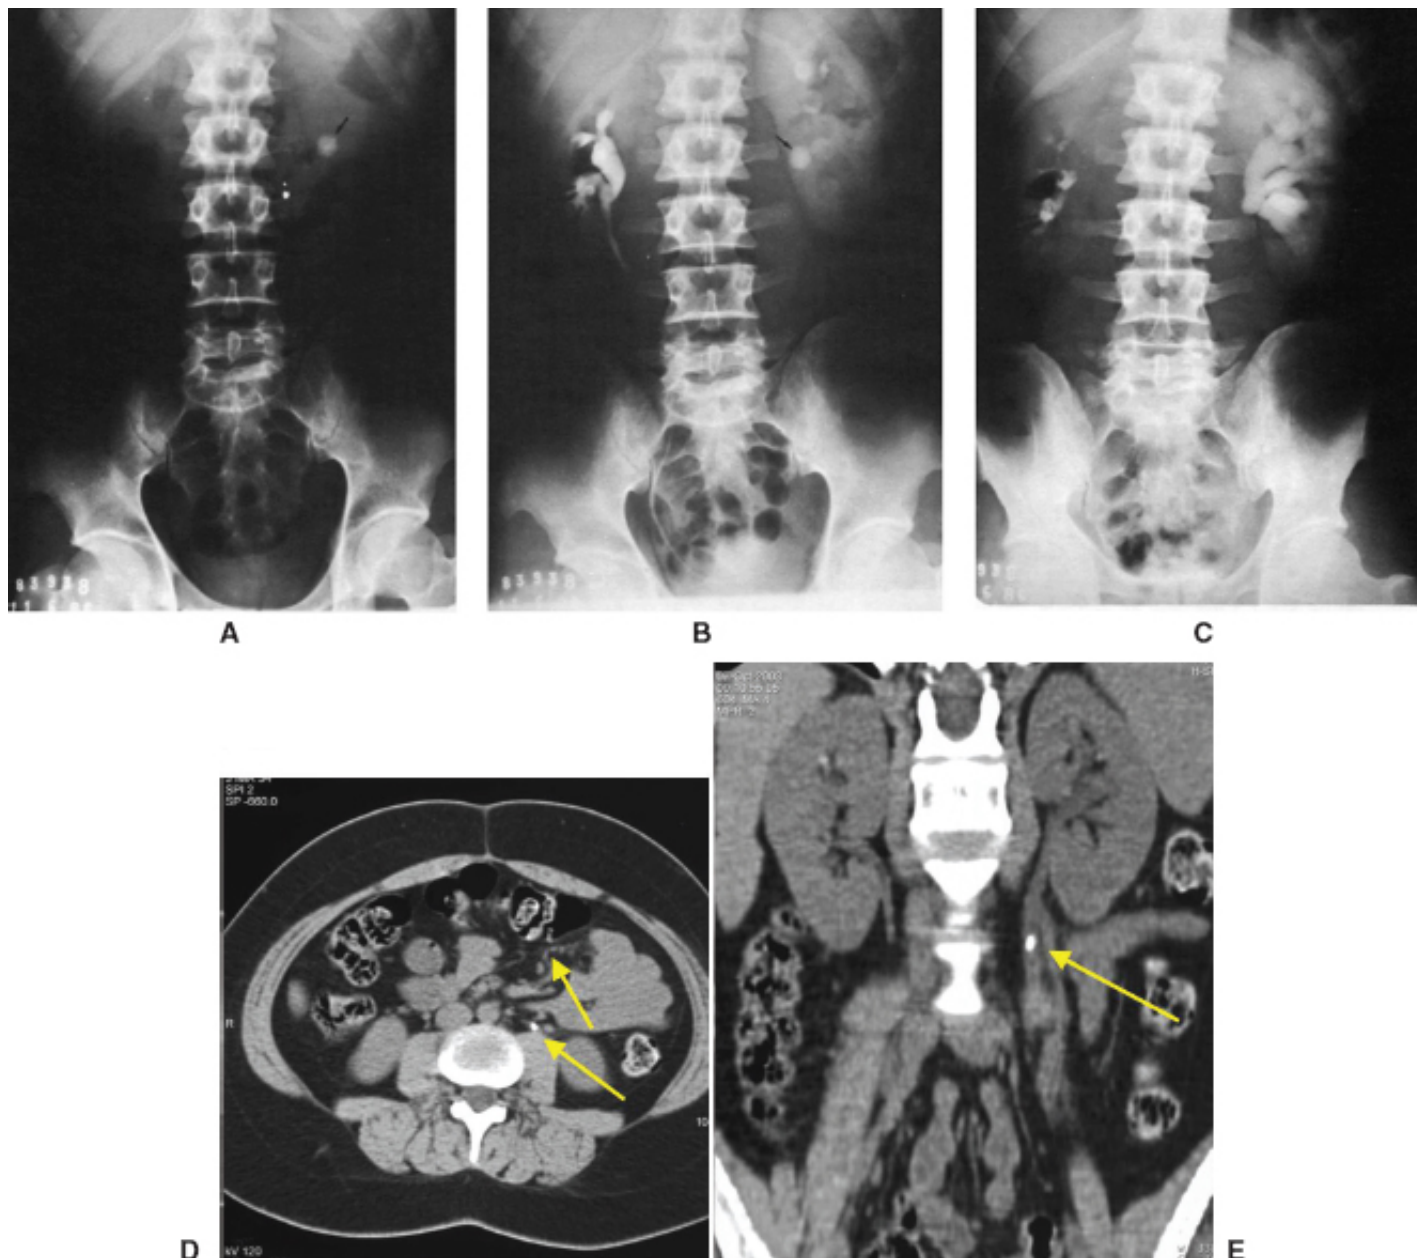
Radiografia simples do abdome (A) evidenciando calcificação na topografia da pelve renal esquerda. Na urografia excretora (B e C), nota-se sistema cálice-pieloureteral direito normal, enquanto no lado esquerdo encontra-se cálculo ao nível da transição pieloureteral com dilatação dos cálices e aumento do rim (litíase renal esquerda com hidronefrose). Tomografia computadorizada de abdome (D e E) sem contraste – cálculo (*setas*) no terço médio do ureter esquerdo associado à pequena dilatação do sistema coletor a montante.
